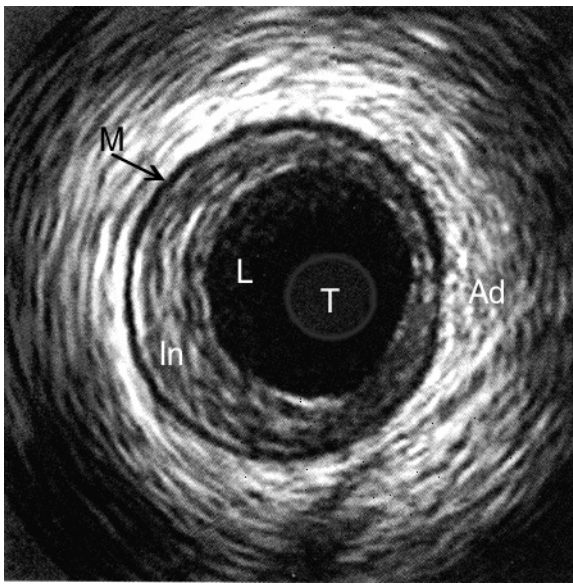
Внутрисосудистое ультразвуковое исследование коронарной артерии у больного с умеренно выраженным коронарным атеросклерозом. Заметны четкие границы между тремя слоями стенки, утолщение интимы. В отсутствие утолщения интимы трехслойная структура артериальной стенки не столь заметна. В просвете артерии (L) — тень от датчика (Т). Ad — адвентиция, In — интима, М — медиа. Kitamura K, Yock PG, Fitzgerald PJ. Intravascular Ultrasound, in: Otto CM. The Practice of Clinical Echocardiography, Saunders, 2002.
